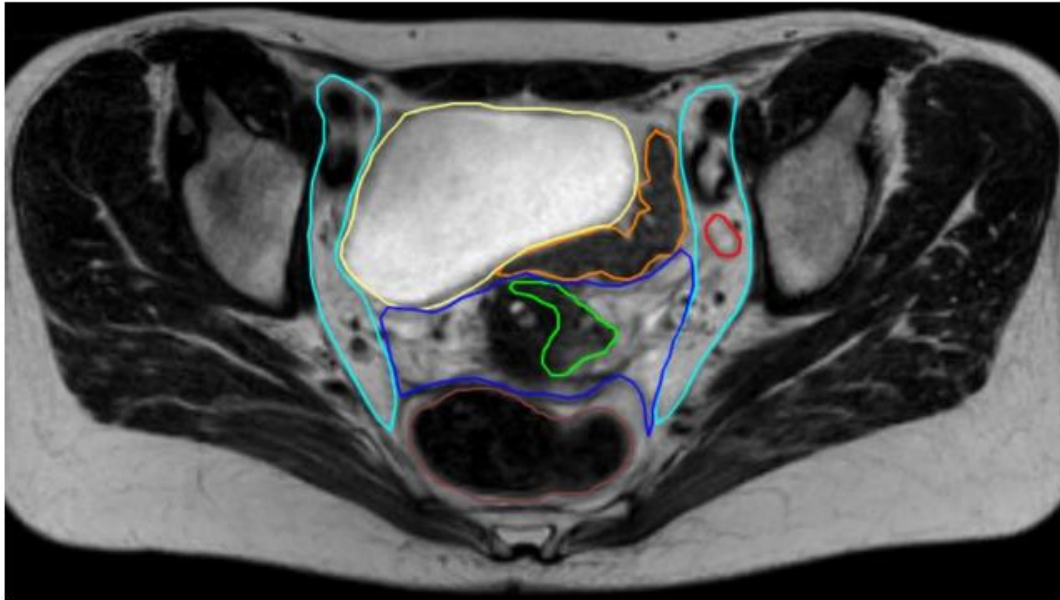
Délinéaton des volumes d'intérêt pour la radiothérapie externe d'une lésion du col de l'utérus stade IIb, IRM séquence T2, coupe axiale, en bleu ciel CTV ganglionnaire, en vert GTV, en bleu foncé CTV centro-pelvien (col et paramètres), en rouge GTV adénopathie ilio-obturatrice, en marron rectum, en orange sigmoïde, en jaune vessie (80).
